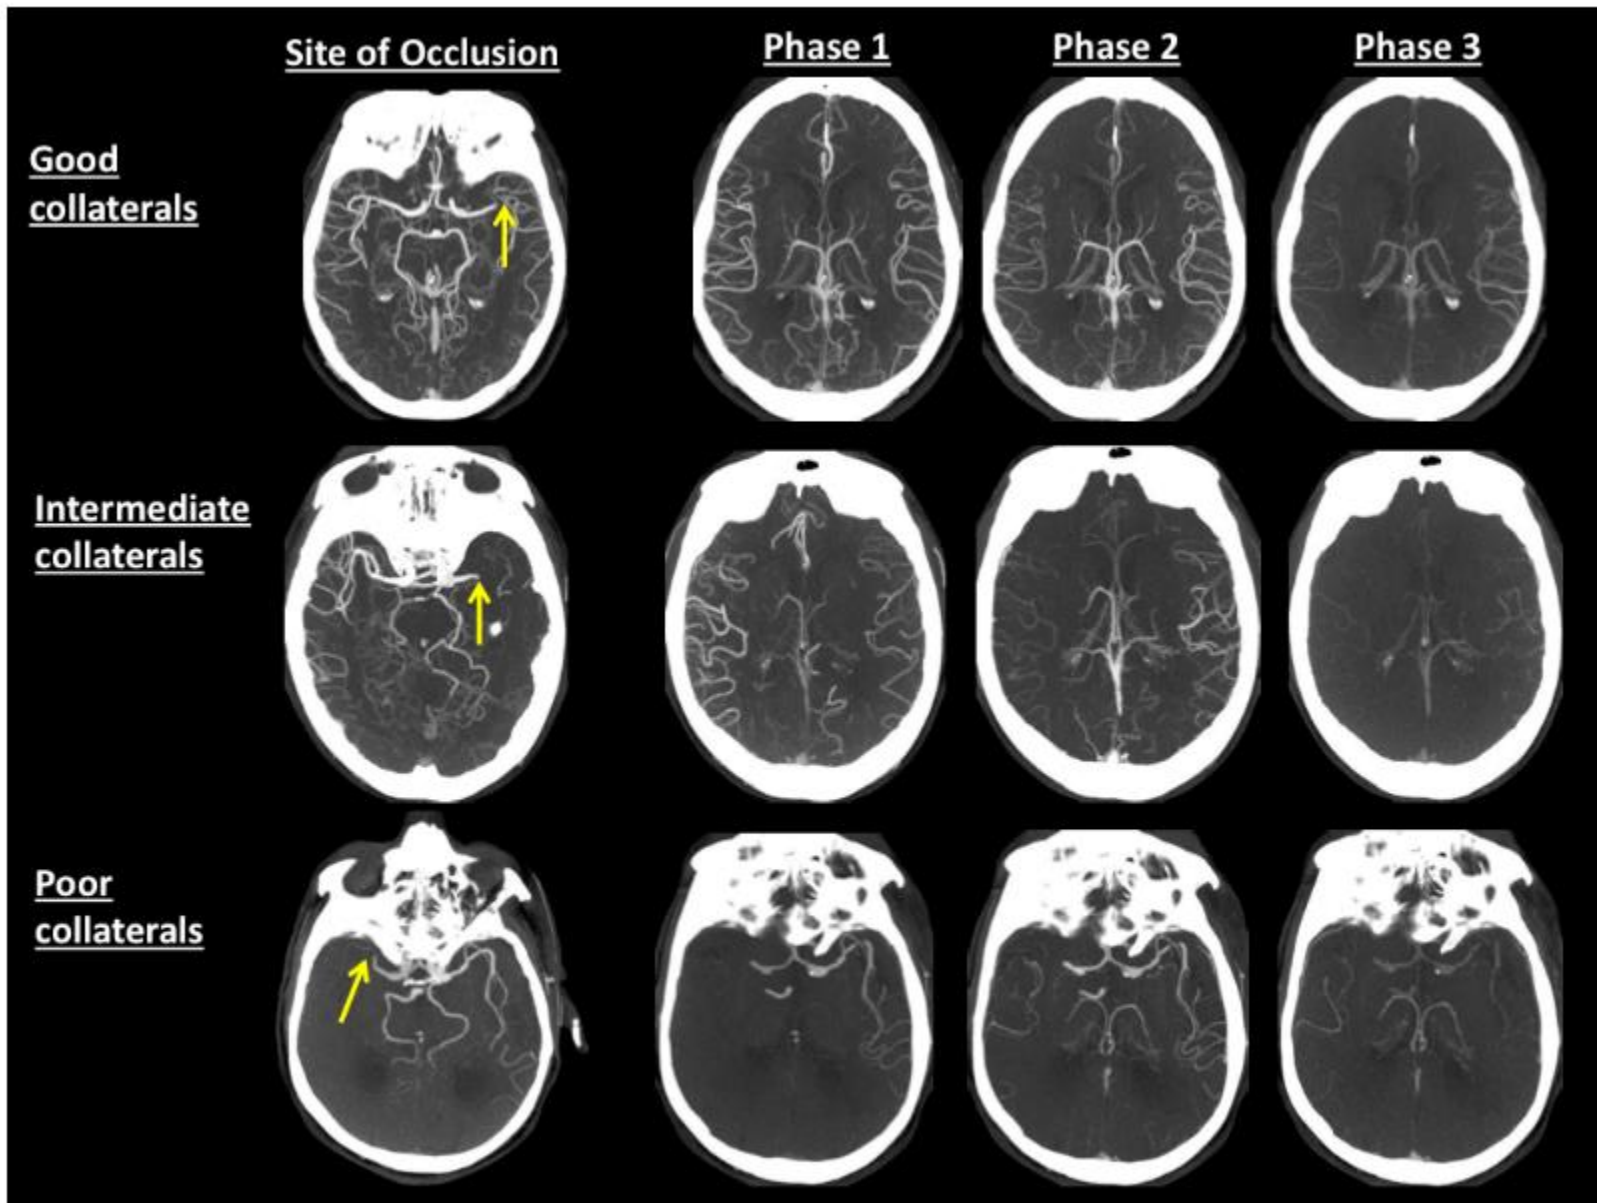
Upper panel shows a patient with a left M1 MCA occlusion (arrow) and good collaterals (backfilling arteries) on multi-phase CTA. Middle Panel shows a patient with a left M1 MCA occlusion (arrow) and intermediate collaterals. Lower panel shows a patient with a right M1 MCA occlusion (arrow) and poor collaterals (minimal backfilling arteries) on multi-phase CTA.
